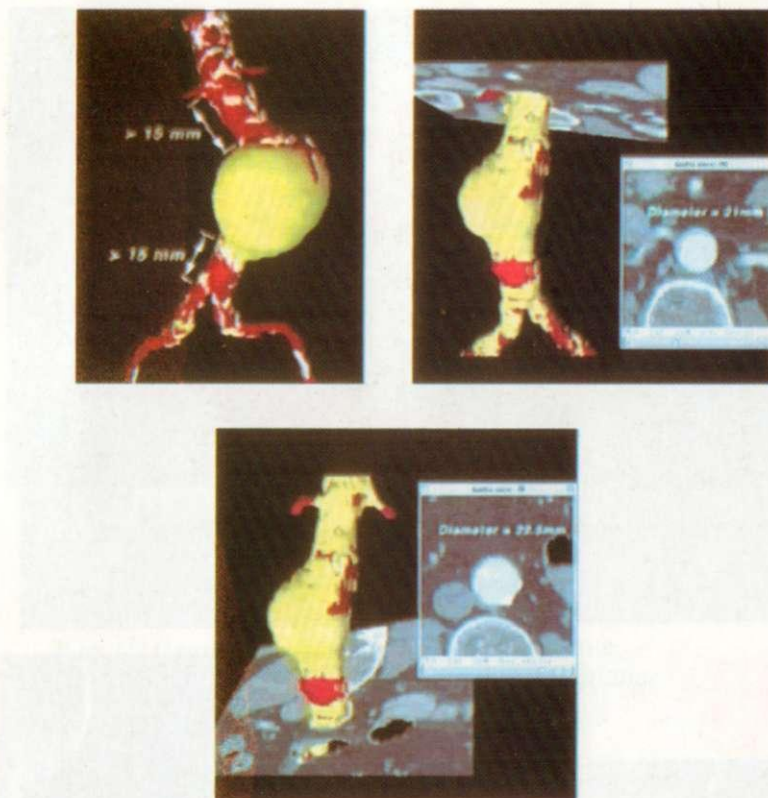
Спиральная компьютерная томография Трехмерное изображение аневризмы брюшной аорты
